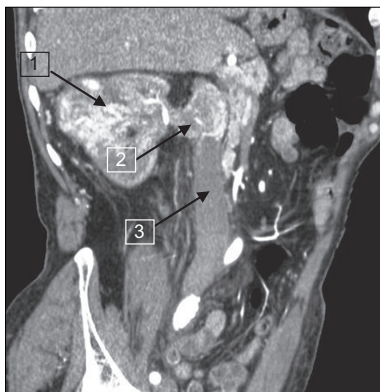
Опухоль правой почки (1). В просвете правой почечной вены сформировался опухолевый тромб, пролабирующий в нижнюю полую вену (2). В инфраренальном отделе нижней полой вены визуализируется вторичный флотирующий тромб (3) (мультиспиральная компьютерная томограмма с контрастным усилением)
